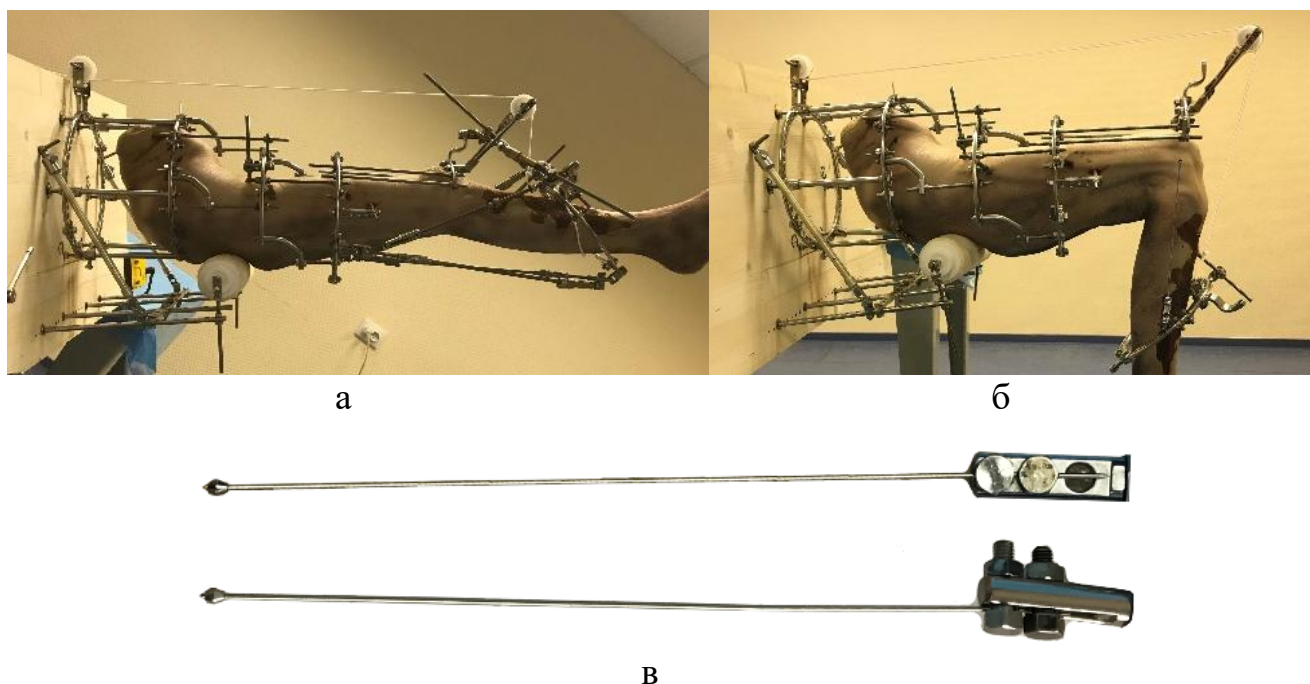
Устройство, используемое для исследования мгновенных центров вращения коленного сустава: а – обеспечение разгибания голени; б – обеспечение сгибания голени; в - рентген-позитивный маркер
